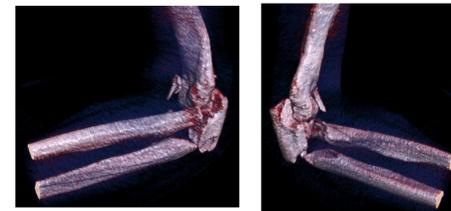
Reconstrucción 3D de TAC previo a la cirugía, la imagen de la izquierda una visión radial y la de la derecha cubital.
